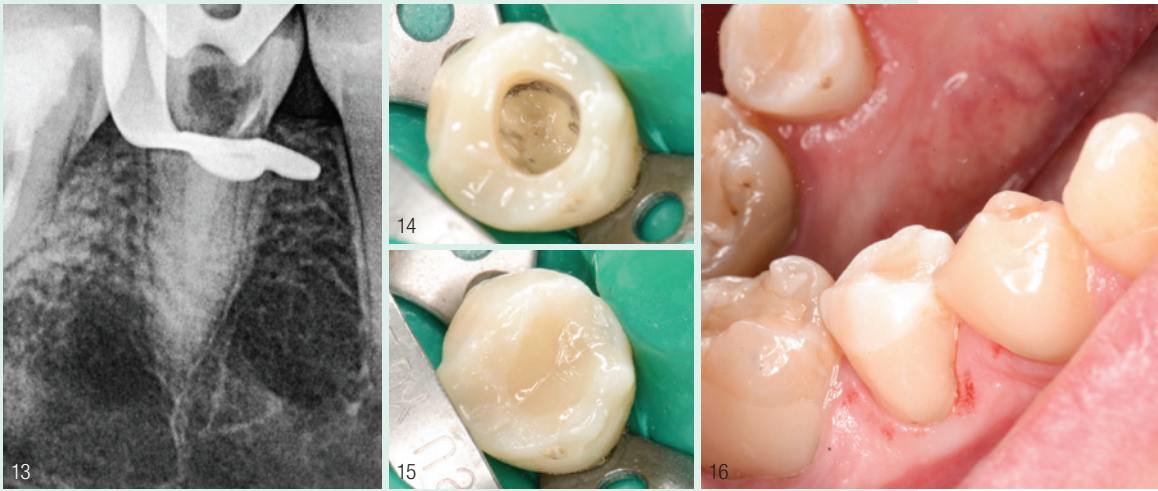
Röntgenkontrollaufnahme: Wurzelkanalfüllung aus Biodentine in den Wurzelkanal von Zahn 45 eingebracht. Ein Nachteil von Biodentine besteht darin, dass es sich röntgenologisch kaum vom Wurzelndentin unterscheidet.
